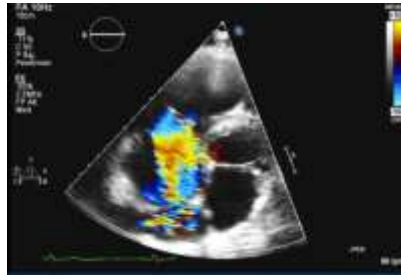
Imagen de ecocardiografía eje de cuatro cámaras modificado donde se aprecia con doppler color la presencia de una insuficiencia tricuspídea masiva y un ventrículo derecho severamente dilatado.
